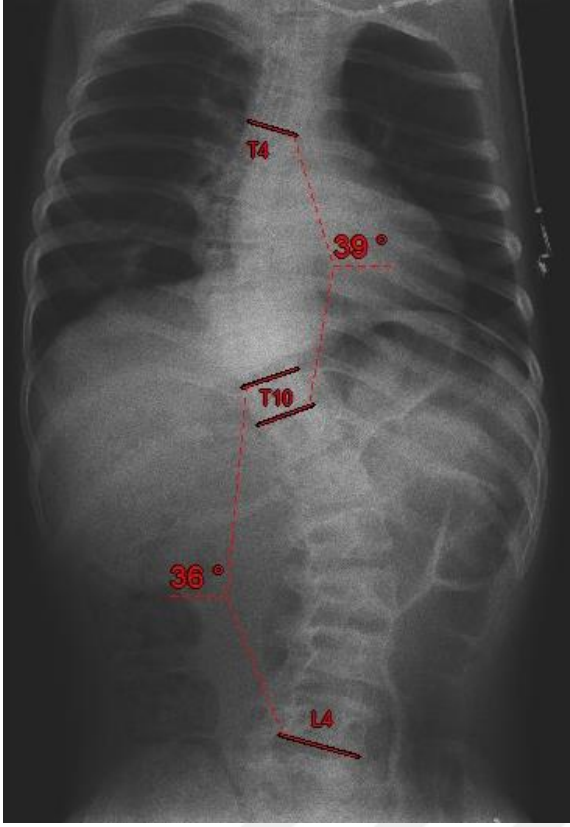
Sol üstte, supine yana eğilmede eğrilik 20 dereceye düşerken, sol alttaki barfiks radyografisinde 26 derece olarak izlenmiştir. Postoperatif eğrilik 13 derece olarak ölçülmüştür.
